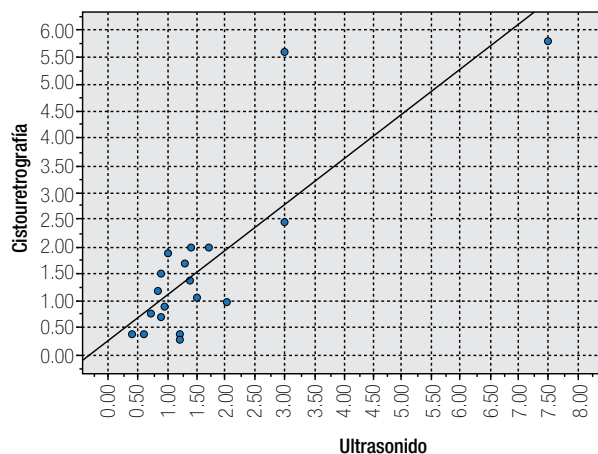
Longitud de estenosis uretral por cistouretrografía vs ultrasonido.
